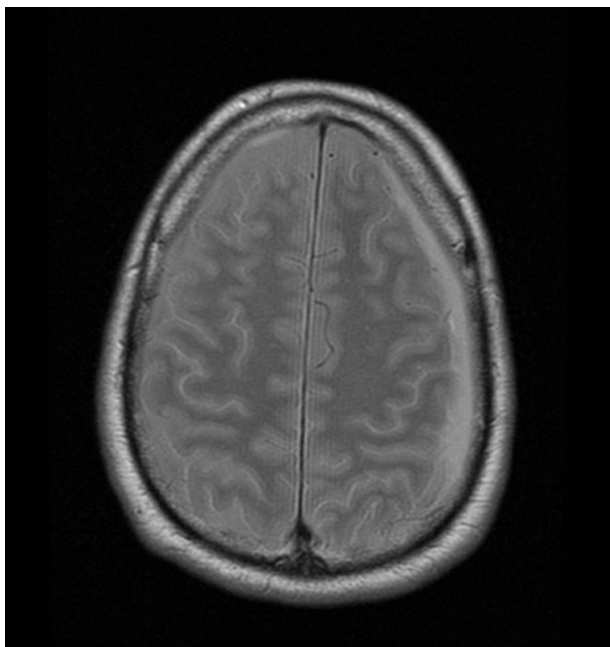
RM de cráneo axial DP: se observa una colección extraaxial frontoparietal izquierda de 1 cm máximo de espesor, hiperintensa.
